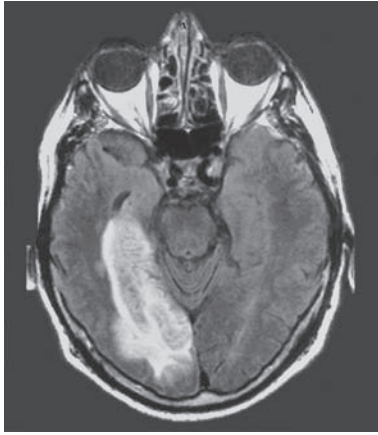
La imagen de resonancia magnética del paciente (FLAIR, vista horizontal) reveló apoplejía de circulación posterior en la región occipitotemporal medial derecha que se extendía al área del presunto lugar parahipocámpica (reproducida con permiso de Mendez y Cherrier, 2003).
